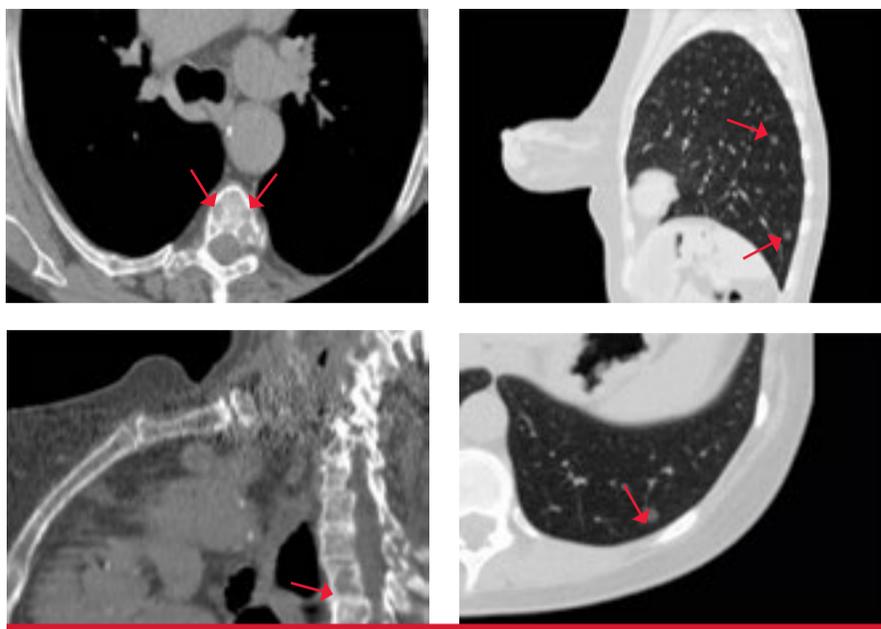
КТ-маммография (отдаленные метастазы)
